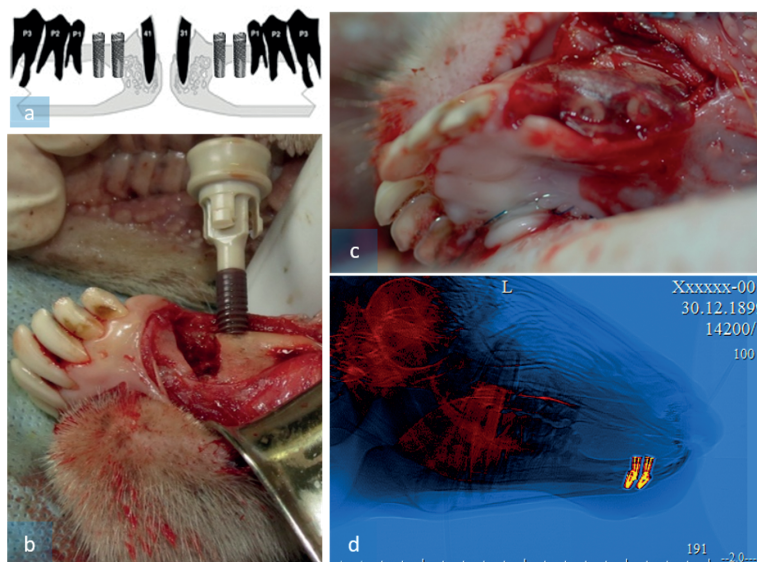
Этапы экспериментального исследования: *a* – установка титановых винтовых ДИ; *b* – формирование недостатка костной ткани в пришеечной части ДИ; *c* – изолирование имплантатов от мягких тканей биосовместимой композитной репереновой мембраной; *d* – сформированная модель периимплантита на основании клинических, микробиологических и рентгенологических данных
